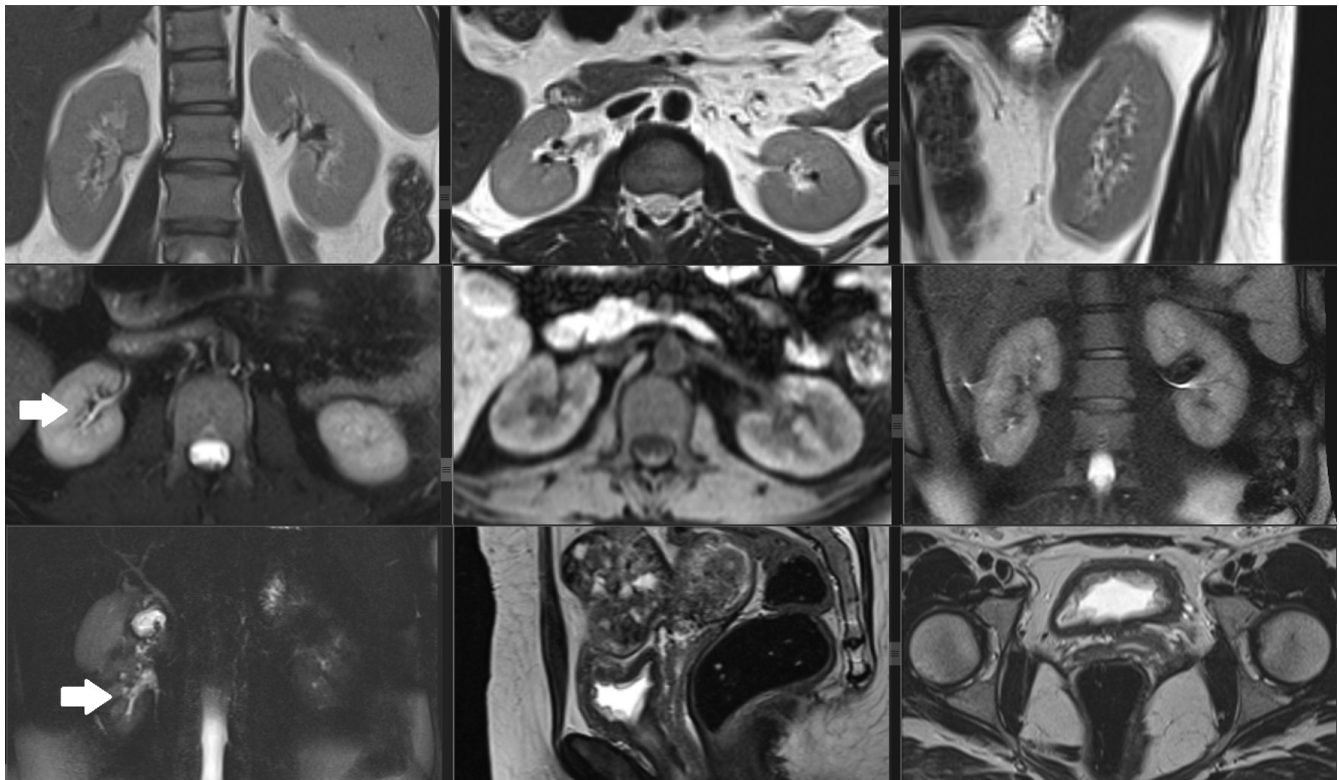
Магнитно-резонансные томограммы в различных проекциях, T<sub>1</sub>, T<sub>2</sub>-ВИ. Очаговой патологии в почках и мочевых путях выявлено не было. Чашечно-лоханочная система почек не расширена, в связи с этим сосочки не визуализируются (стрелки)
